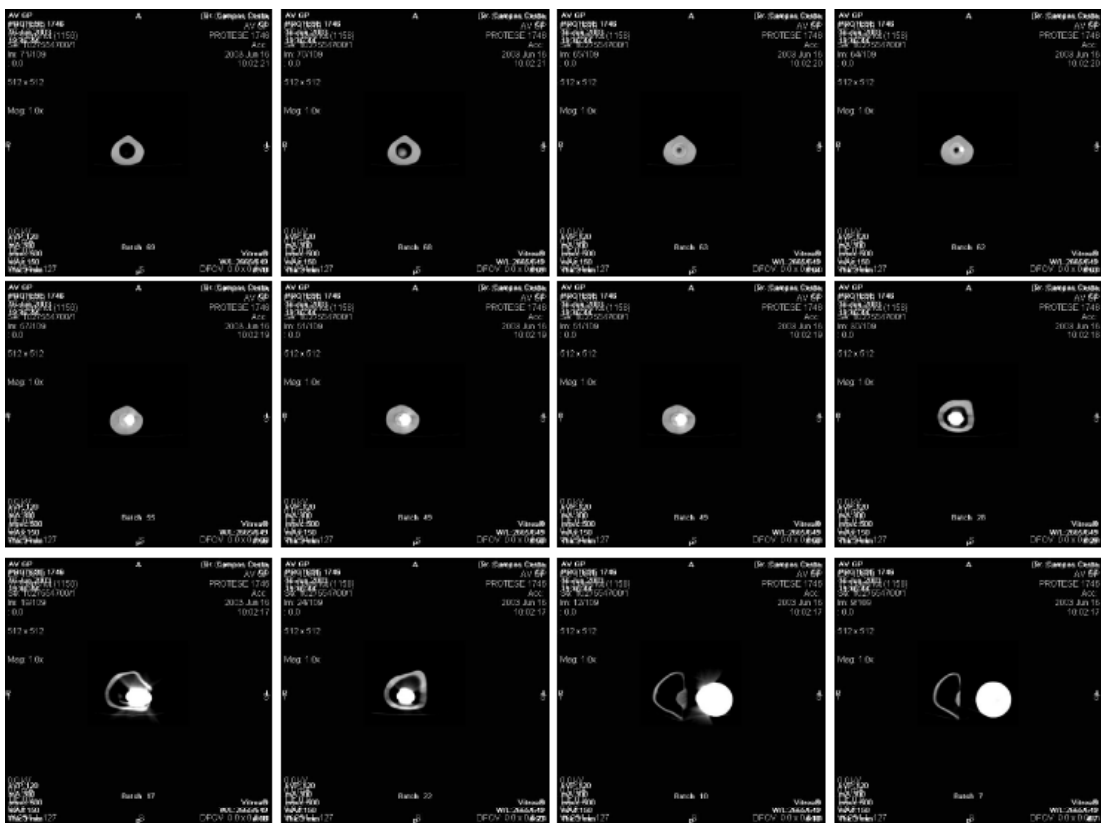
Imagens TAC da artroplastia com a prótese de anca Stanmore.
